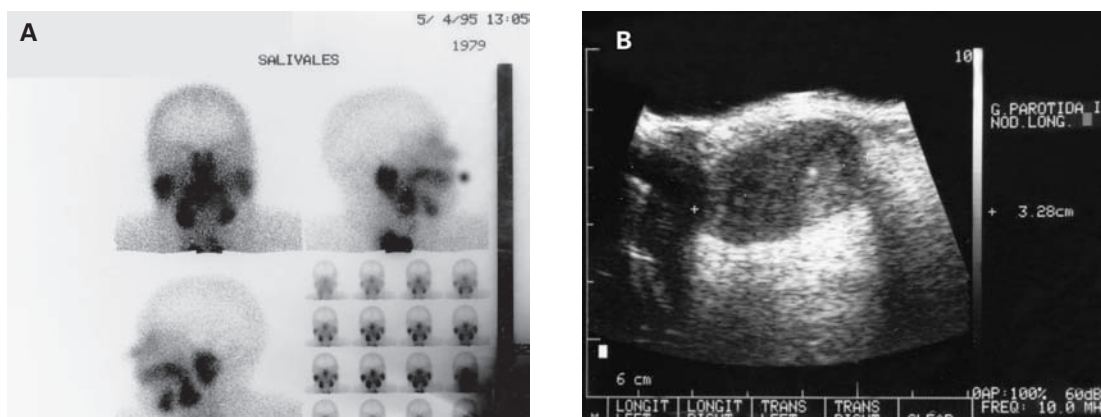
A: Gammagrafía de glándulas salivales. Estudio estático a la hora de la inyección del radiotrazador. Proyección lateral derecha: zona de hipercaptación en parótida derecha que persiste tras estimulación postlimón, con hipocaptación en su interior correspondiente a necrosis intratumoral. B: Ecografía parotídea derecha. Tumorción sólida, hipoecogénica, con zona de necrosis en su interior de 3.0 × 2.5 cm. Diagnóstico: tumor de Warthin.
